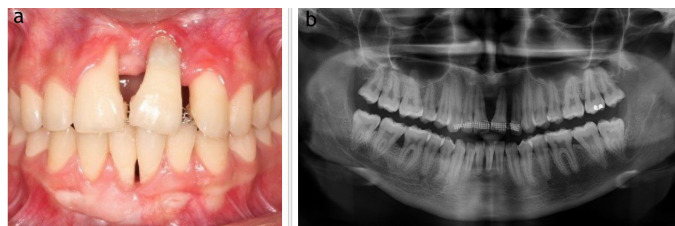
(a) Vista clínica de los tejidos periodontales de los dientes 3.1 y 4.1 a los 24 meses de seguimiento. Se observa un recubrimiento parcial de la raíz y una banda de tejido queratinizado. (b) Radiografía panorámica de seguimiento a los 24 meses.
